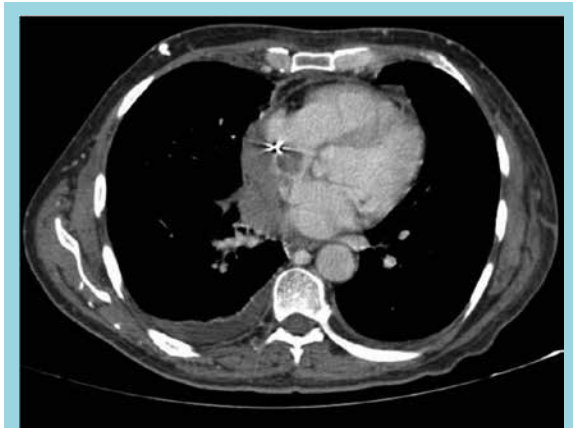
TAC de tórax (agosto) en la que se evidencia reducción en el tamaño del tumor intracavitario.
